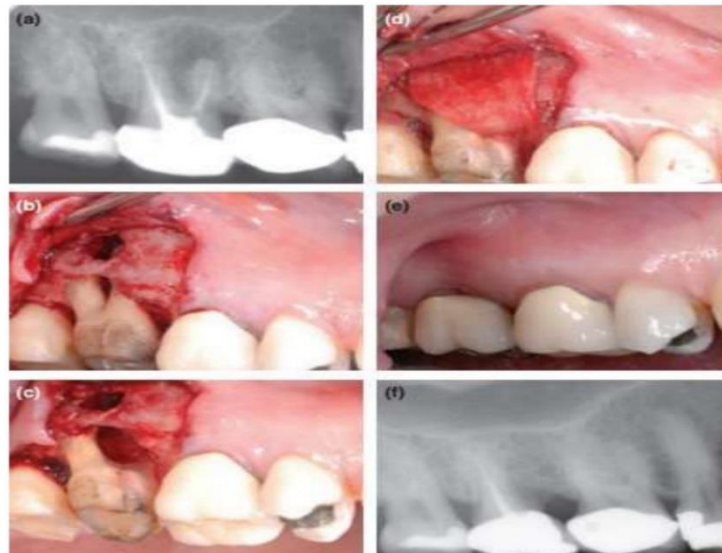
(a) radiographie préopératoire montrant l'existence d'une lésion périradiculaire de la racine mésio-vestibulaire d'une molaire maxillaire. (b) réclinaison d'un lambeau muco-périosté. (c) amputation de la racine mésio-vestibulaire et débridement de la lésion. (d) mise en place d'une membrane ostéo-inductrice. (e) cicatrisation à 6 mois postopératoire. (f) cicatrisation osseuse à 15 mois postopératoire. (69)
